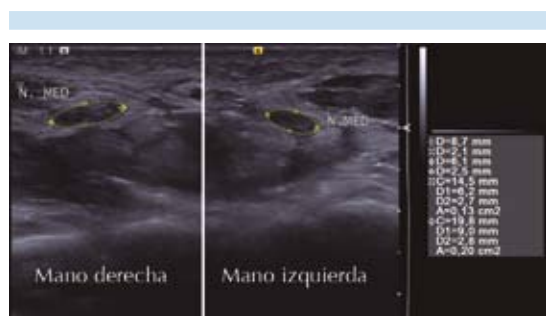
Imagen ultrasonográfica transversal de la región del carpo: ecogenicidad aumentada del nervio mediano de la mano derecha, además del aumento del área seccional.
